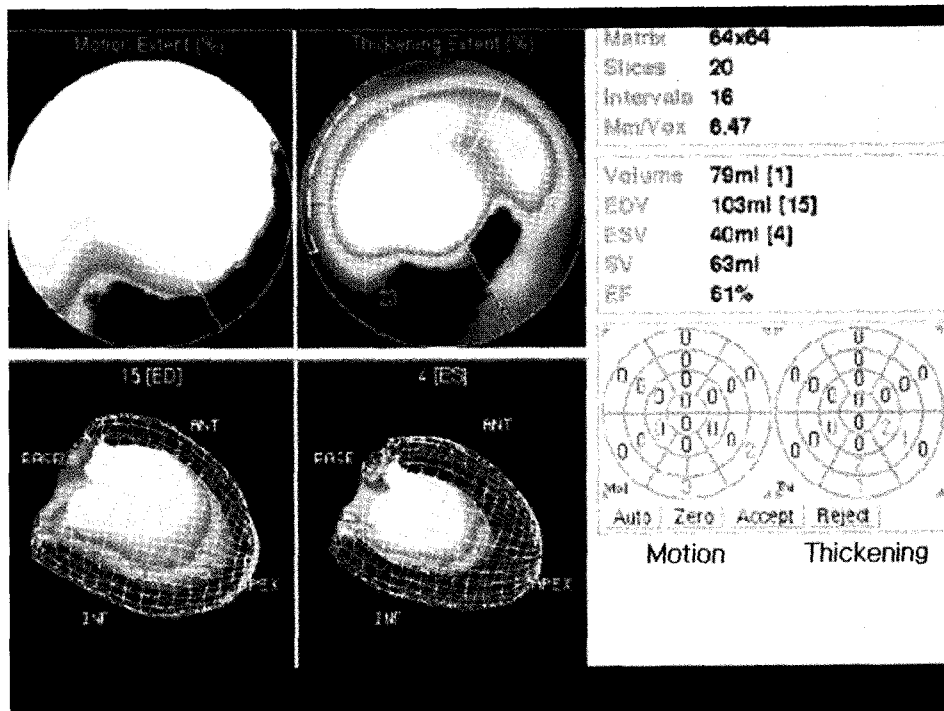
On gated Tc-99m tetrofosmin myocardial SPECT, wall motion abnormality and decreased wall thickening were observed in inferior and inferolateral wall.
